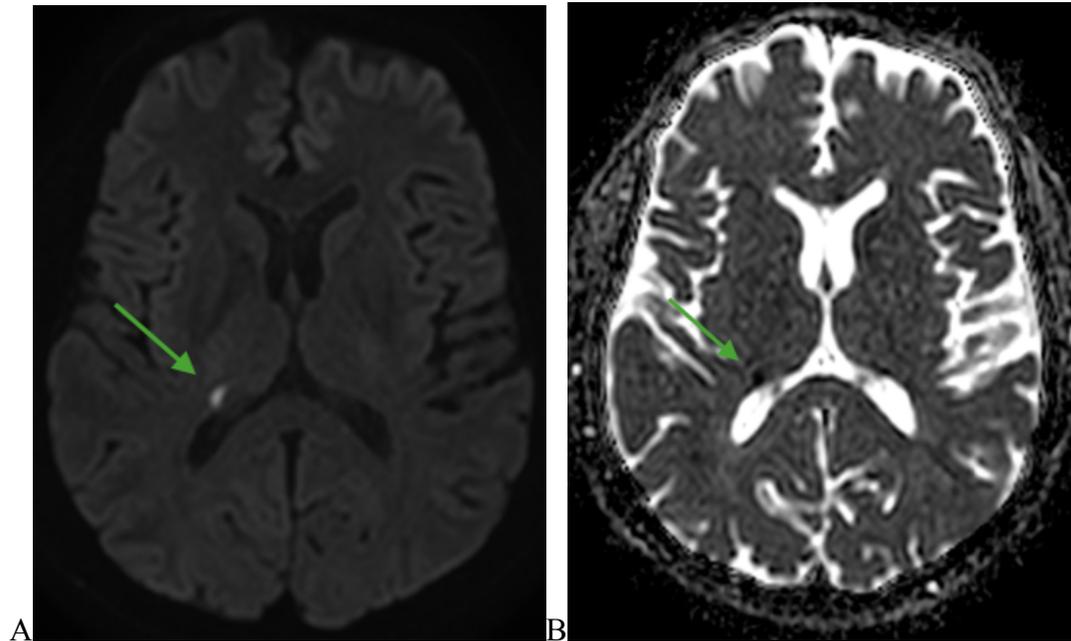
RM cerebro y RM vascularización cerebral. A) Secuencias de Difusión y B) ADC: Hiperintensidad de señal en difusión con restricción en ADC, correspondiendo a un infarto isquémico de carácter agudo en topografía del núcleo geniculado derecho.
